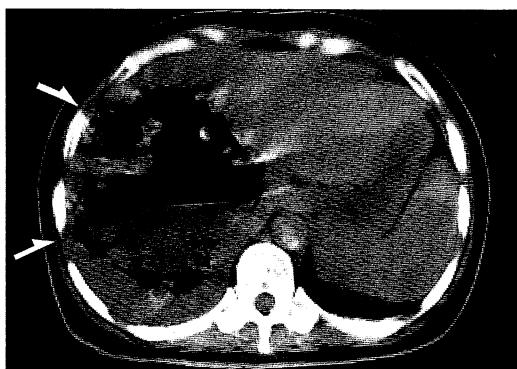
An abdominal computed tomographic scan on admission disclosed a giant abscess as the area with low density, which reached 13 cm in diameter and was located just beneath the surface of the right hepatic lobe (arrow). Niveau formations were observed within the abscess, indicating the presence of both liquid and gas components.
